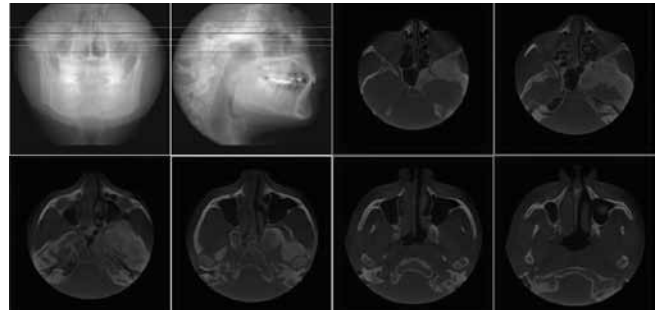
Cortes axiales de base de cráneo en Tomografía Computarizada Cone-Beam (T: 0.2 mm).
